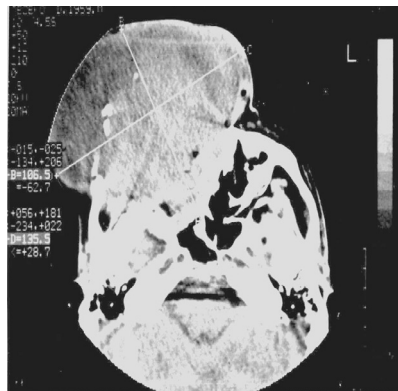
Б-ой Т-ков (И.б. 2856/330), 36 лет, с саркомой в/челюсти (диагноз установлен на основании результатов пункционной биопсии). На КТ видна деструкция всех стенок в/челюстной пазухи и распространение процесса кнаружи в виде “второй головы”
